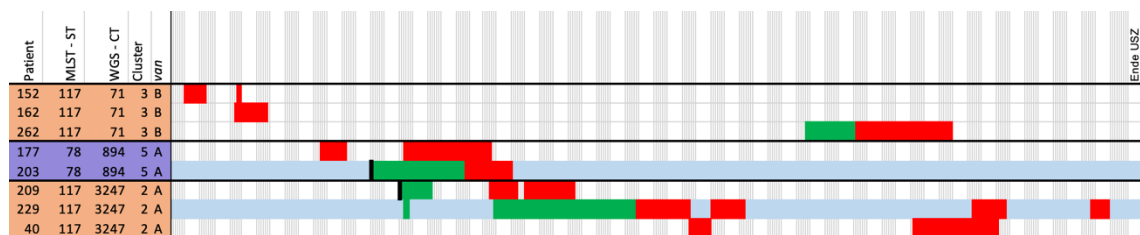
Ausschnitt der Linelist der Station 92 mit Nachweis des VRE ST117 / CT71 (n = 3), ST78 / CT894 (n = 2), ST117 / CT3247 (n = 3). Von vier Erstnachweisen ließen sich insgesamt zwei Transmissionen nachweisen (blau eingefärbt), einmal des ST78 / CT894 und einmal des ST117 / CT3247. Negative Screeningergebnisse sind schwarz umrandet.
